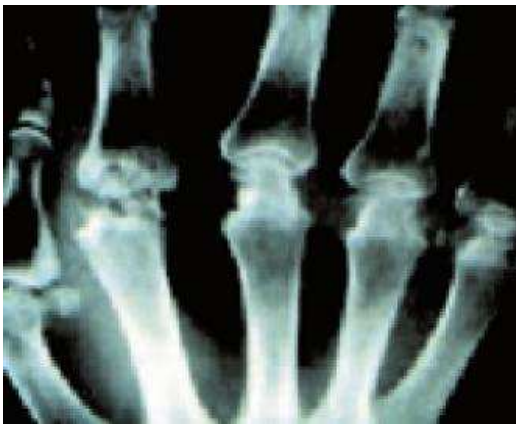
Radiografia de mão direita mostrando porose justrarticular em metacarpofalangeanas com erosão no dedo indicador. (SILVA et al., 2003)
